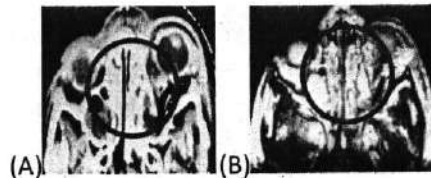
CT scan pada OFB bahan (A) logam (peluru); (B) kaca
